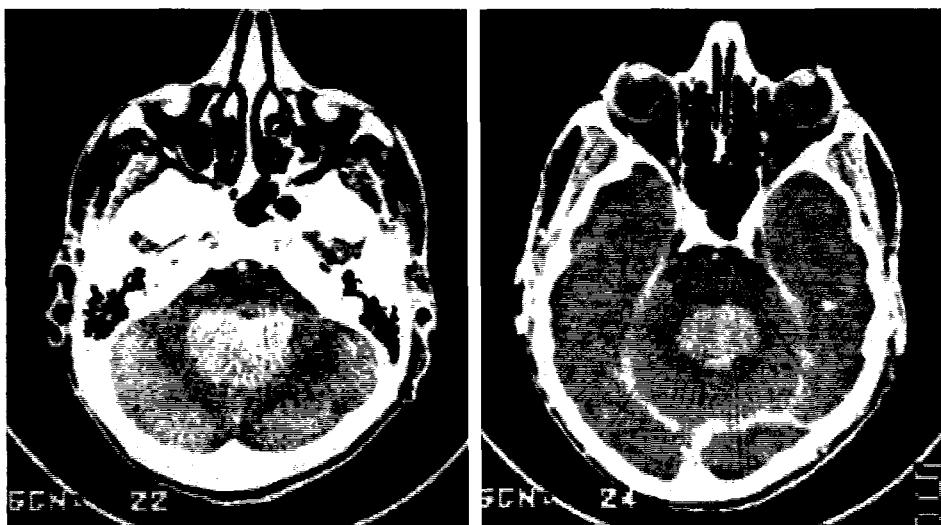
3G. 1a, 3. 3G. 1b. Aspect CT de meduloblastom de vermis și ventricul IV
